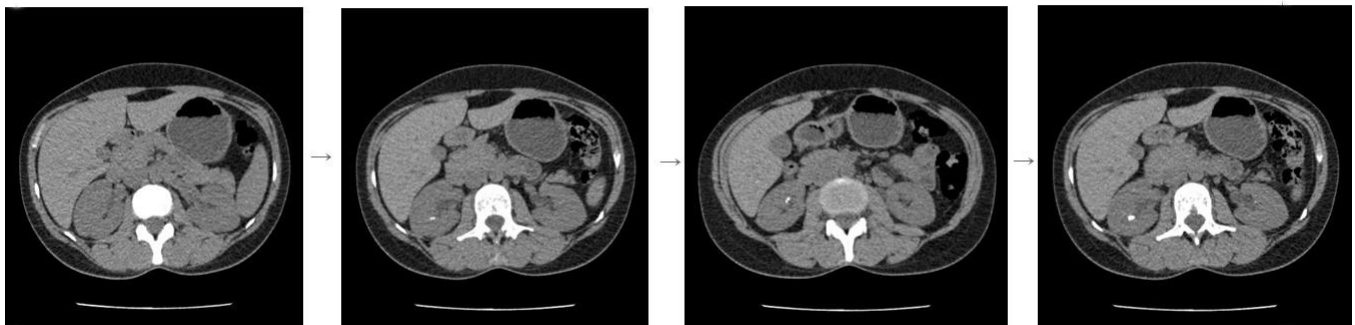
Exemplos de 4 fatias de um exame de TC com descolamento de 2mm. As fatias 2, 3 e 4 contêm calcificações
